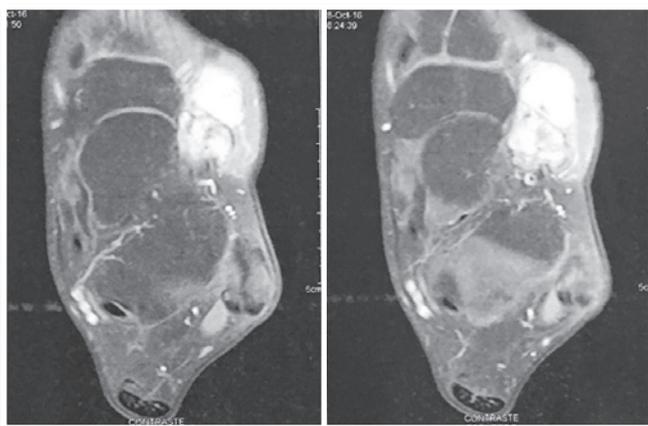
Ressonância magnética (RM) do tornozelo com cortes axiais.
